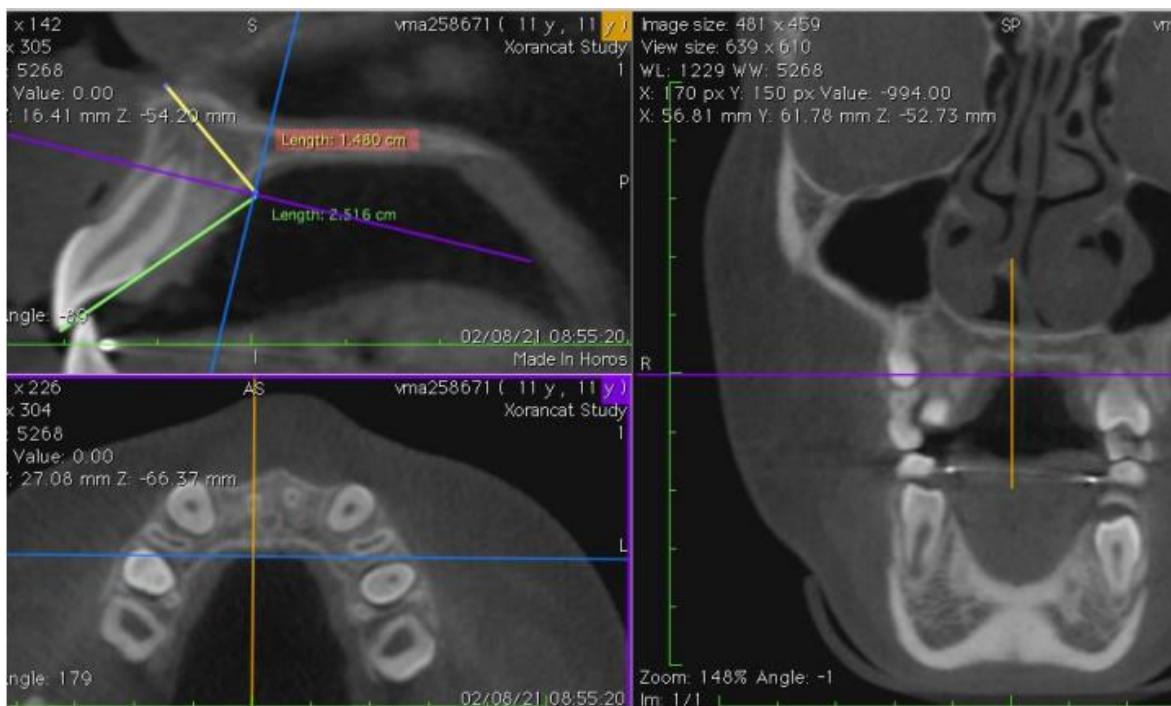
Tomografia Computadorizada de Feixe Cônico da Maxila utilizada para realizar o planejamento da instalação para posterior construção do MARPE 2S
